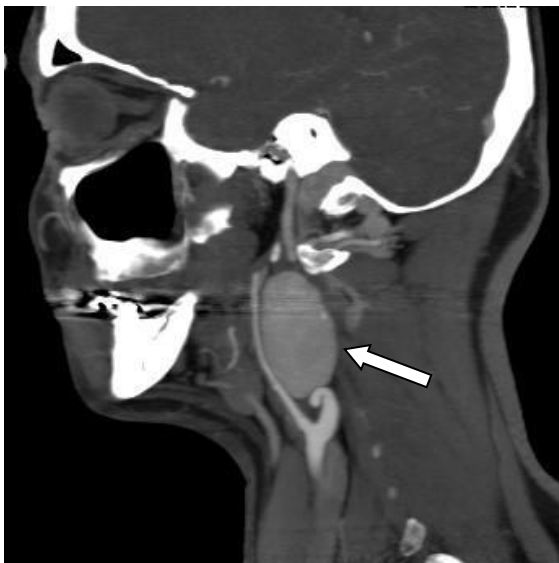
(А,Б) КТ ангіографія аневризми ВСА
